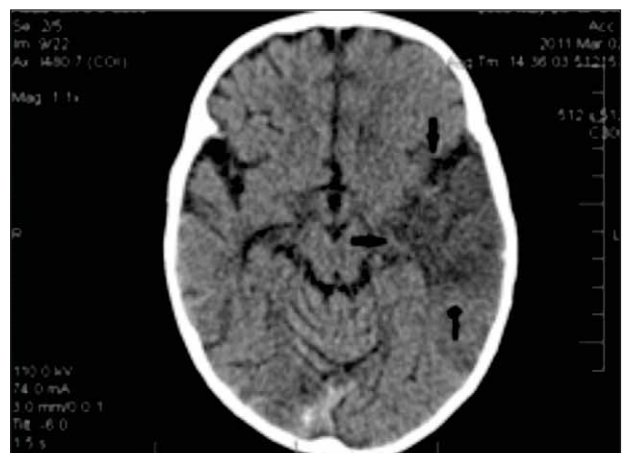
CT cranio-cerebral: accident vascular cerebral ischemic sylvian stâng
